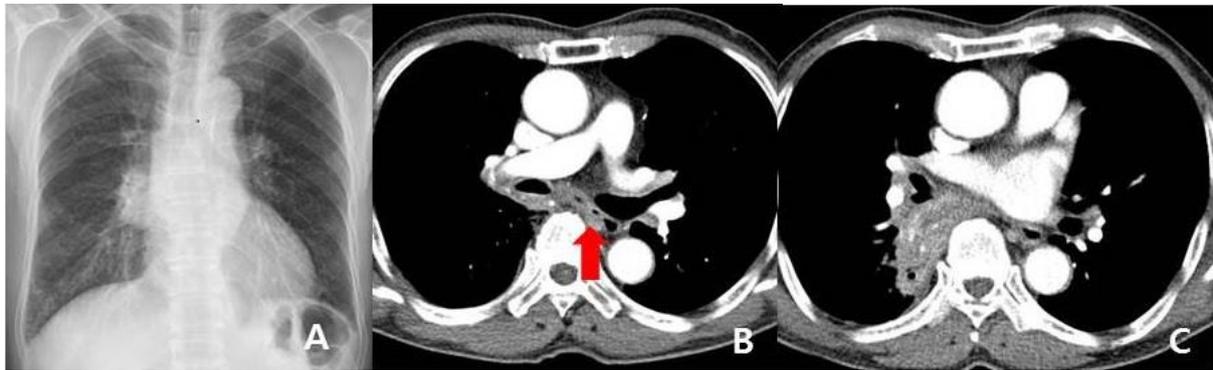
(A) Chest PA shows right hilar enlargement. Chest CT shows linear air bubbles (red arrow) in para-esophageal lesion (B), and mass-like consolidation in right azygoesophageal recess (C).
